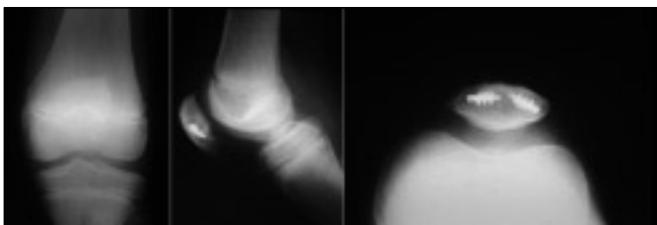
Radiografías a los 4 meses postoperatorios donde se observa consolidación del fragmento osteocartilaginoso.
